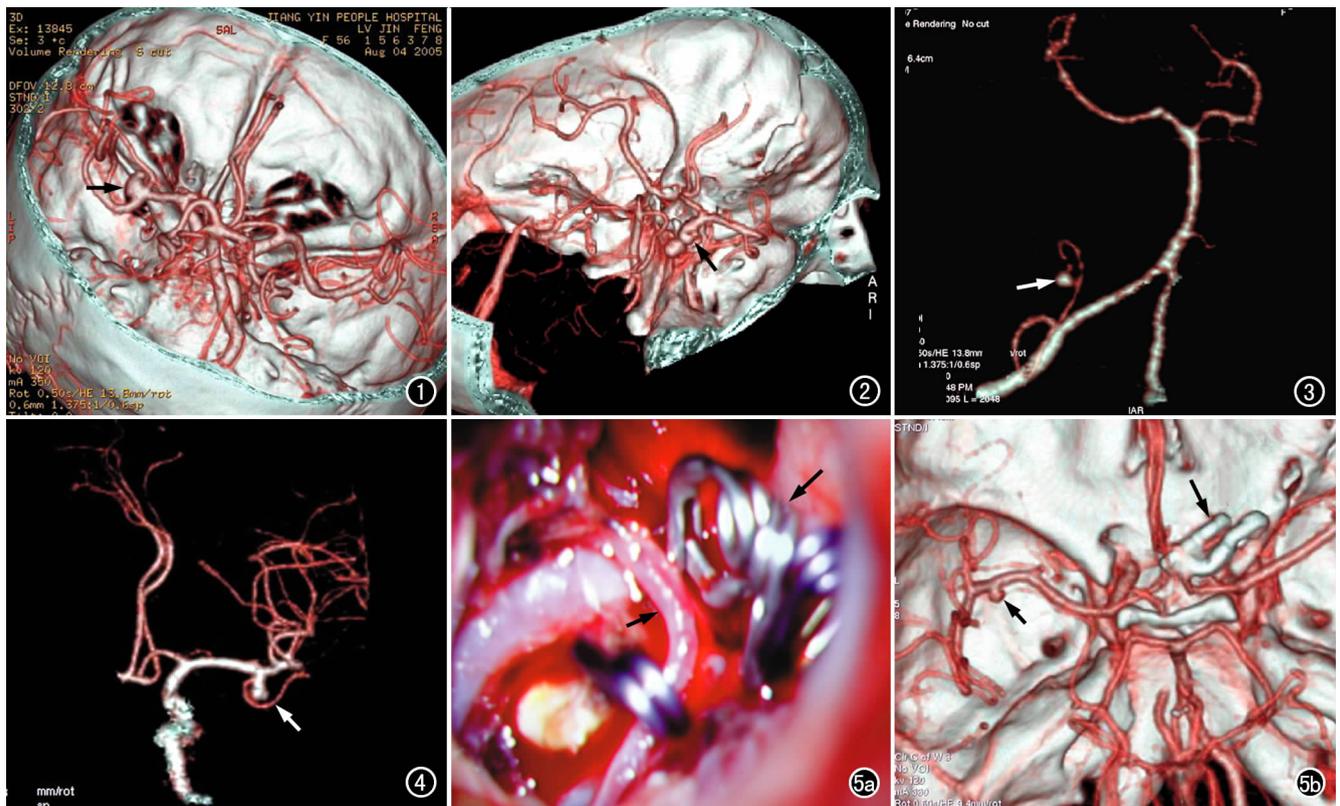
VR 图像显示大脑中动脉分叉处动脉瘤(箭), 瘤体呈指样突起为动脉瘤破点。图 2 VR 图像示颈内动脉-后交通动脉瘤呈葫芦形, 瘤体呈指样突起为动脉瘤破点(箭)。图 3 VR 图像清晰显示小脑后下动脉瘤(箭)。图 4 VR 图像清晰显示大脑中动脉瘤和瘤颈穿支动脉(箭)。图 5 前交通动脉瘤。a) 术中手术显微镜下示载瘤动脉(短箭)和动脉瘤瘤夹(长箭)的位置; b) 夹闭术后复查 CTA, VR 图像示动脉瘤夹位置正常(长箭), 无瘤颈残留, 并可见术前遗漏的大脑中动脉瘤(短箭)。
